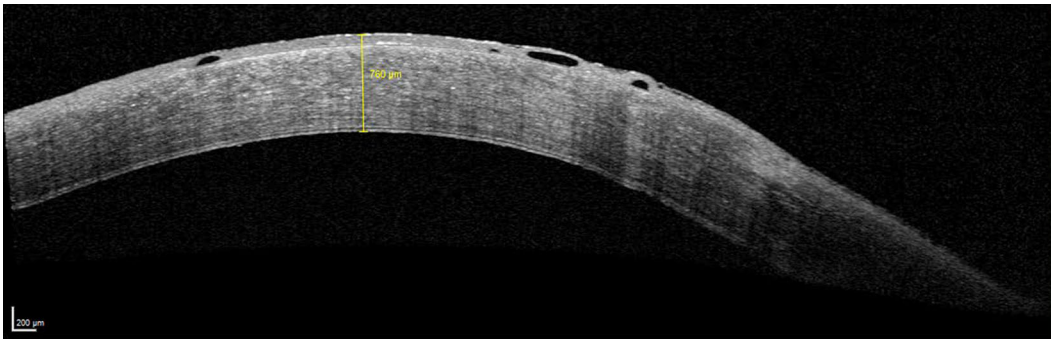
◀ Vorderabschnitts-OCT-Aufnahme mit Hornhauttransplantat-Ödem und Epithelbullae. OCT Optische Kohärenztomographie
